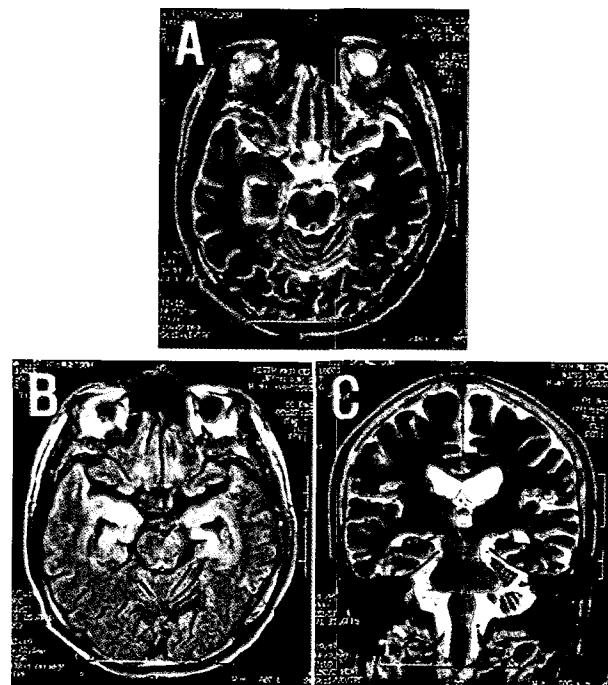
Brain MRI shows atrophies of bilateral hippocampus and cerebellum. (A : T2WI, B : Flair WI axial, C : T2WI coronal).
